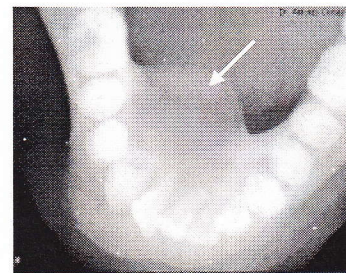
Displasia fibrosa. Radiografía oclusal inferior donde se observa expansión de las corticales bucales y linguales. Imagen tomada de <http://seram2006.pulso.com/modules>.
